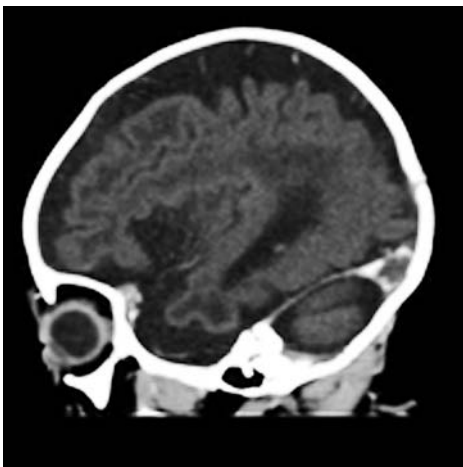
МСКТ. Сагиттальная многоплоскостная реформация после болюсного введения контрастного вещества. Симптом «пустой дельты»
